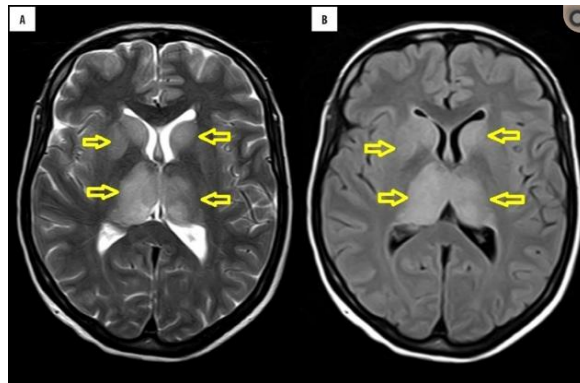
T2-взвешенное изображение МРТ (А) и изображение FLAIR (В) демонстрирует двустороннее гиперинтенсивное поражение в базальных ганглиях и таламусе (стрелки)*
